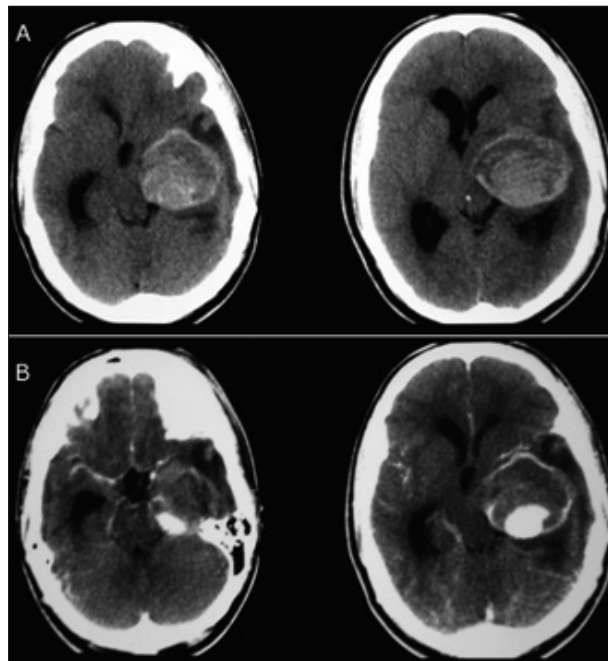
A - B. Cranial computed tomography in axial acquisitions showing an expansive lesion in the topography of the left posterior cerebral artery, with an important mass effect. In B, one can observe the partial opacification by means of a venous contrast.
